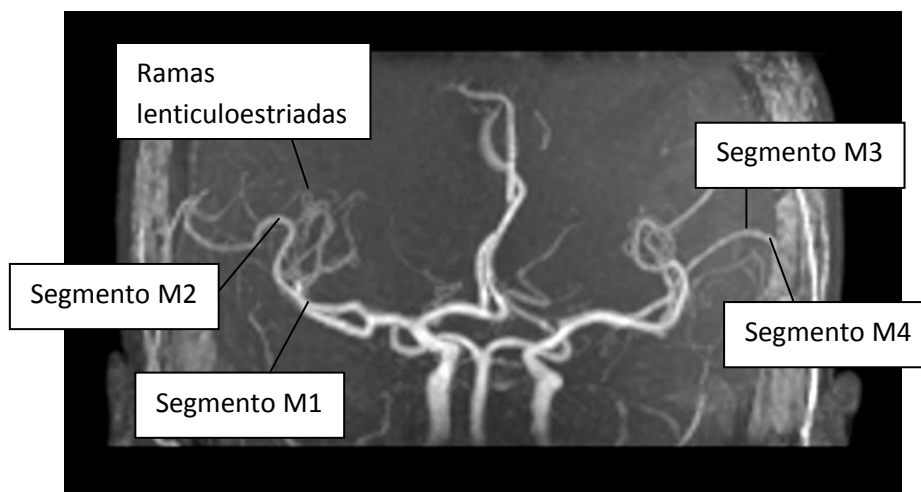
Reconstrucción en plano oblicuo-coronal, con máxima intensidad de pixel (MIP), de imágenes de RM, secuencia 3D TOF. Segmentos de la arteria cerebral media y ramas lenticuloestriadas.
